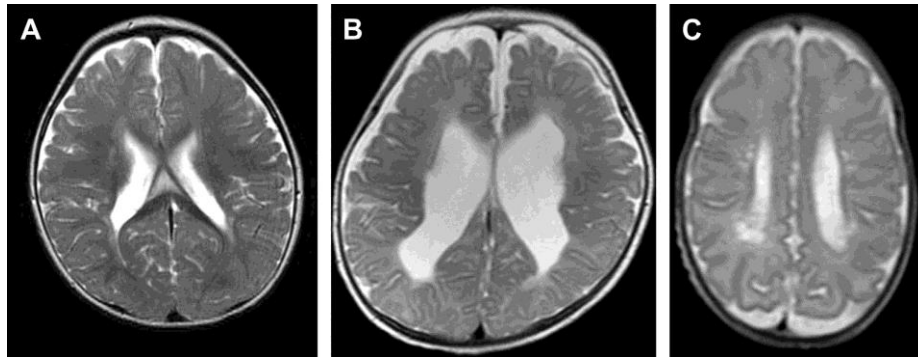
Grades LMPV à l'IRM : (A) LMPV grade 1; (B) LMPV grade 2; (C) LMPV grade 3 (13)
